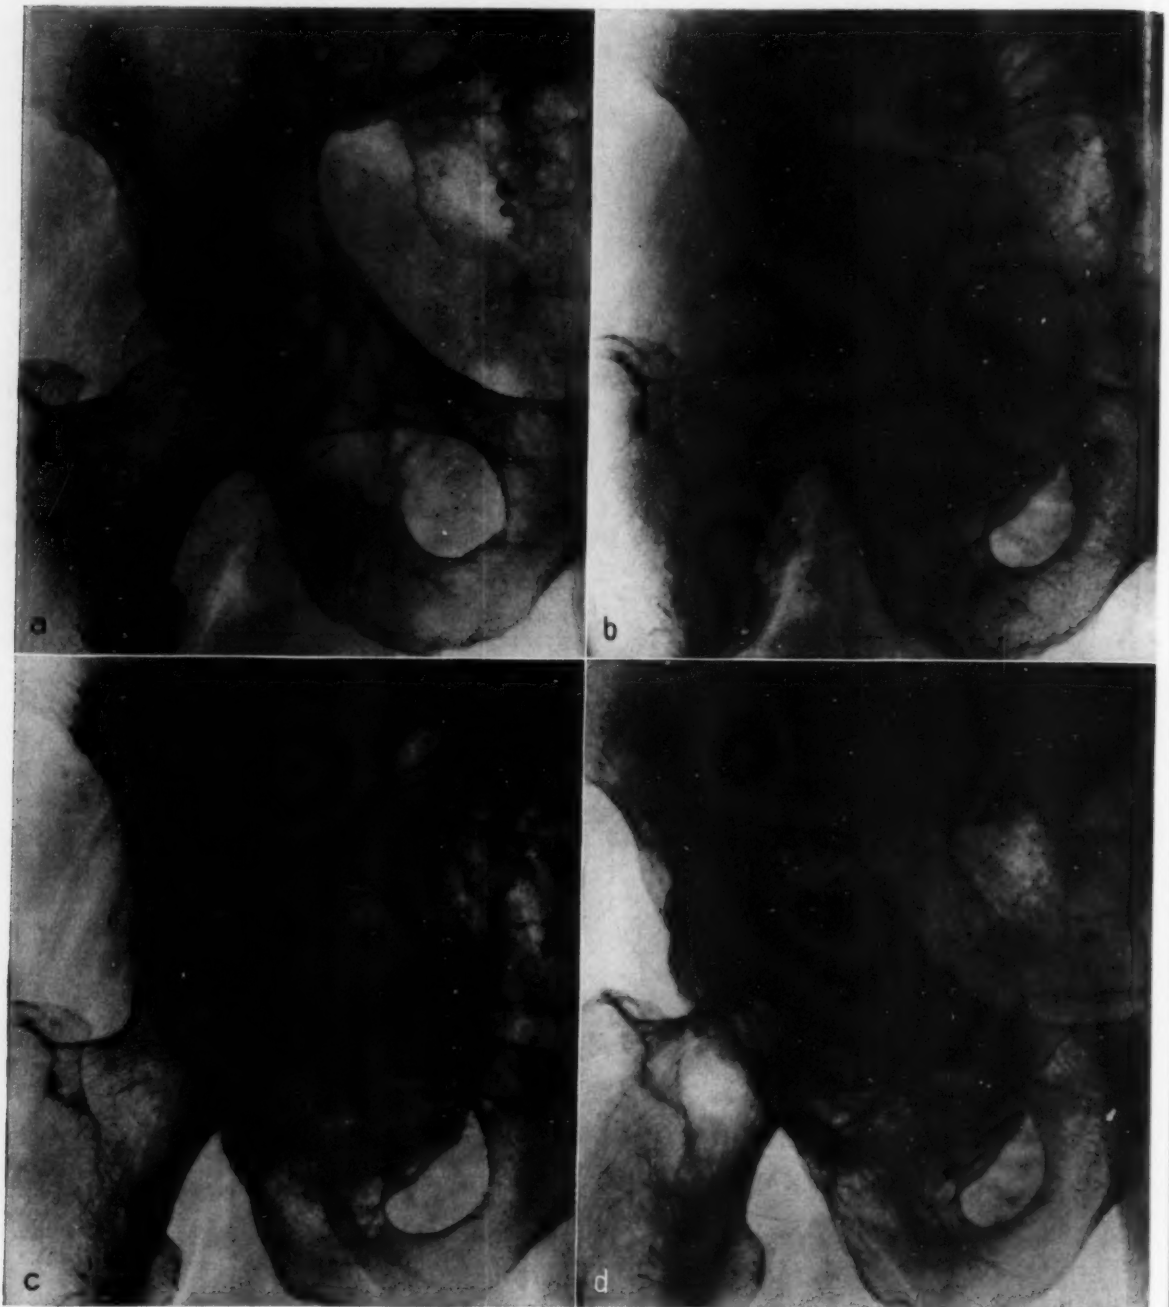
Osteoklastom am rechten Os ischii bei 67jährigem Mann (Ther. 13 716). a) Aufnahme 2 Monate nach Beginn der Beschwerden. Aufhellungen am Knochen und großer Weichteiltumor. b) Aufnahme 2 Jahre später. Weichteiltumor von Knochenschale umgeben. Seifenblasenbildung. c) 2 Monate später, während der Strahlenbehandlung Spontanfraktur. Abbruch der Bestrahlung 2 Wochen später mit Gesamtdosis 8200 r/l und 2. Bestrahlung 1 Jahr später (Gesamtdosis 4800 r/l). Versteifung der re. Hüfte. d) Aufnahme 3 Monate nach Abschluß der 2. Bestrahlung. Zentrale Hüftgelenksluxation. Seitdem unveränderter klinischer und röntgenologischer Befund.
